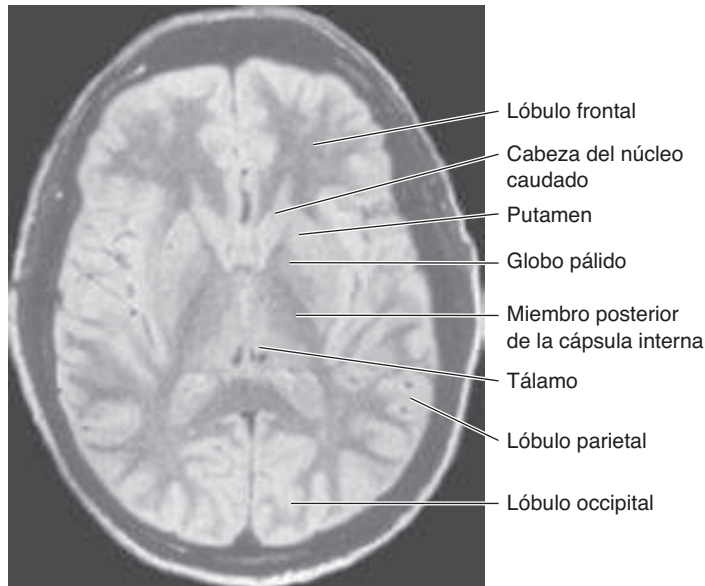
Imagen por resonancia magnética de un corte axial de la cabeza al nivel del núcleo lentiforme.
